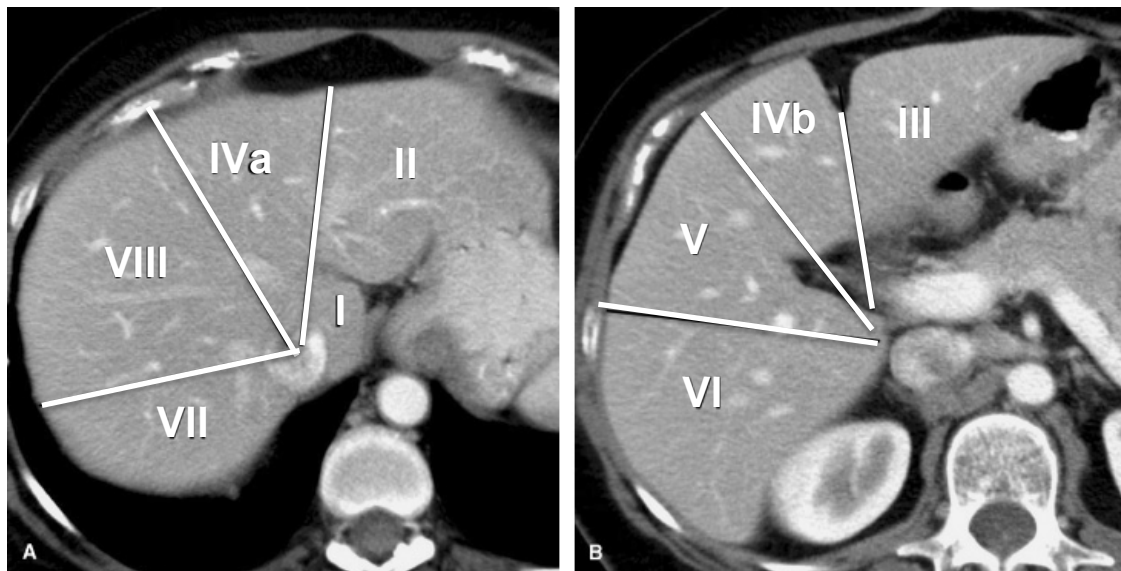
Einteilung der acht Lebersegmente nach Couinaud im axialen CT (A: Segmente der Leber cranial der Vena portae; B: Segmente der Leber caudal der Vena portae).
